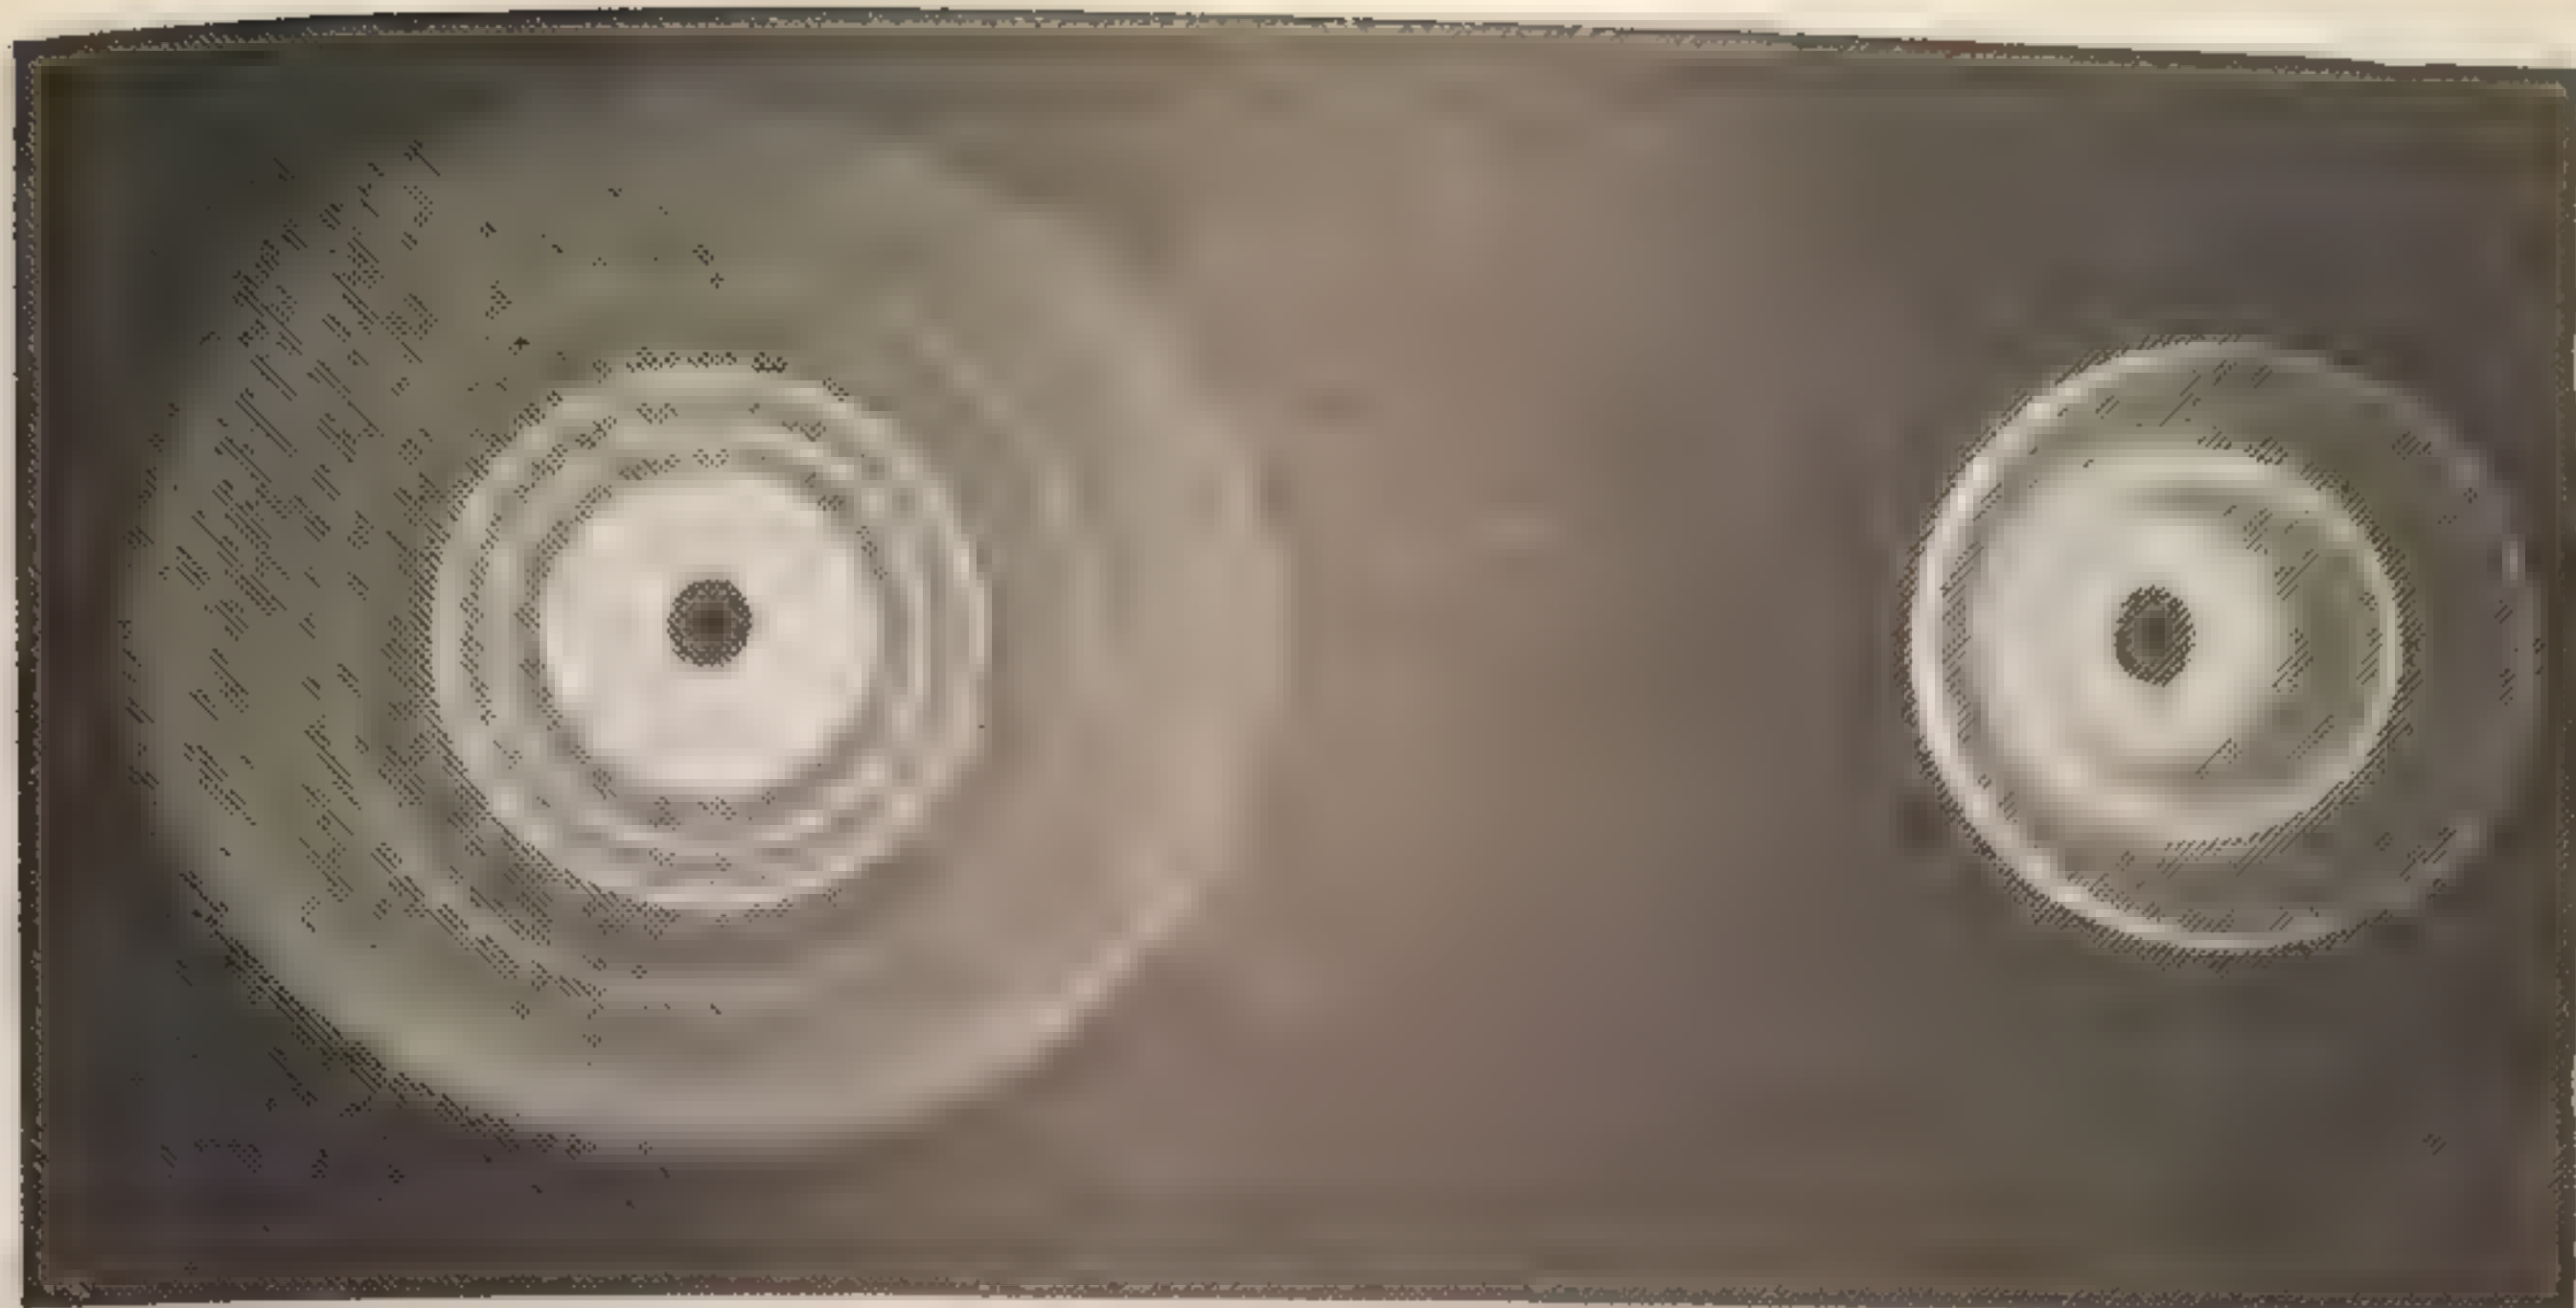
Протеинограмма донора (слева) и больного активным циррозом печени (справа). Метод радиальной иммунодиффузии.
